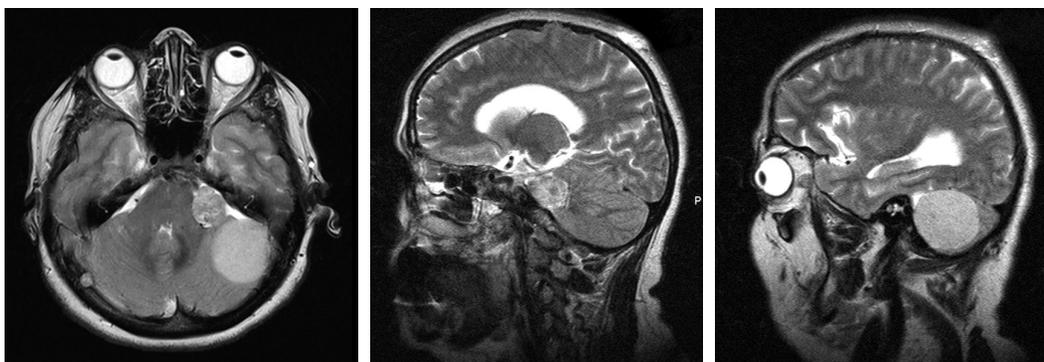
Пациентка X. МРТ T2 ВИ. В области левой половины ЗЧЯ визуализированы две различные опухоли.
